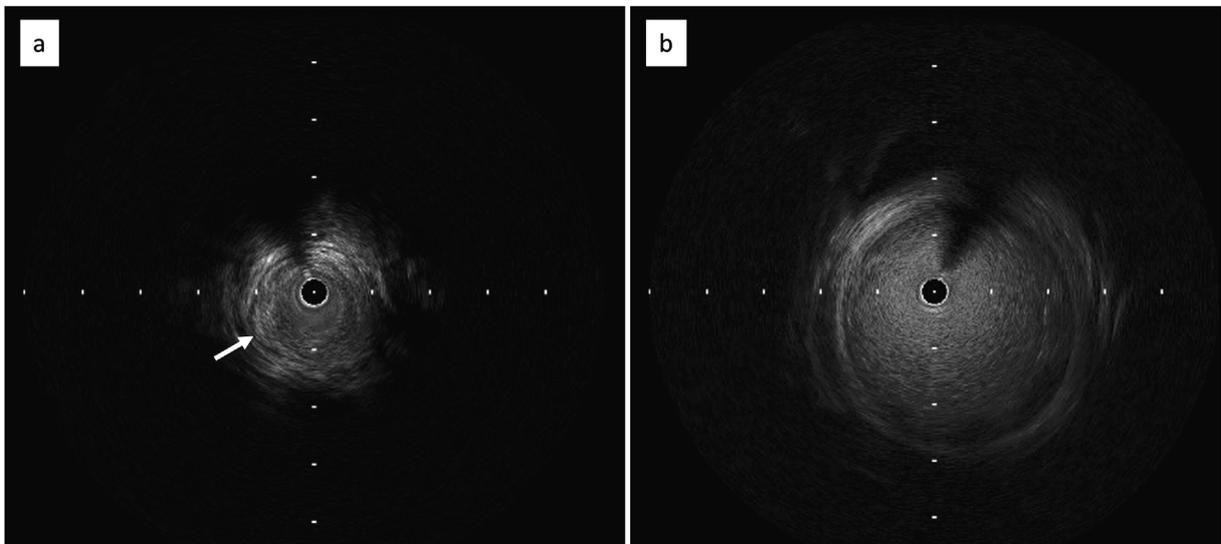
(a) Intravascular ultrasound image at the coarctation site shows high echoic wall thickness (white arrow). (b) Intravascular ultrasound image in the abdominal aorta.
